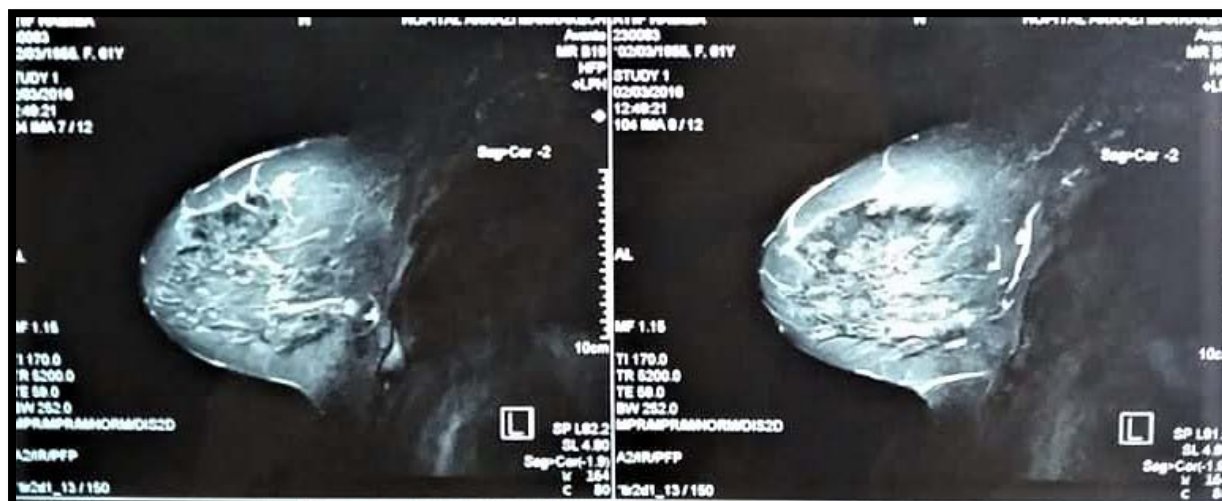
Lésions multiples visibles sur l'IRM au niveau des quadrants externes du sein droit avec rehaussement type 3.
